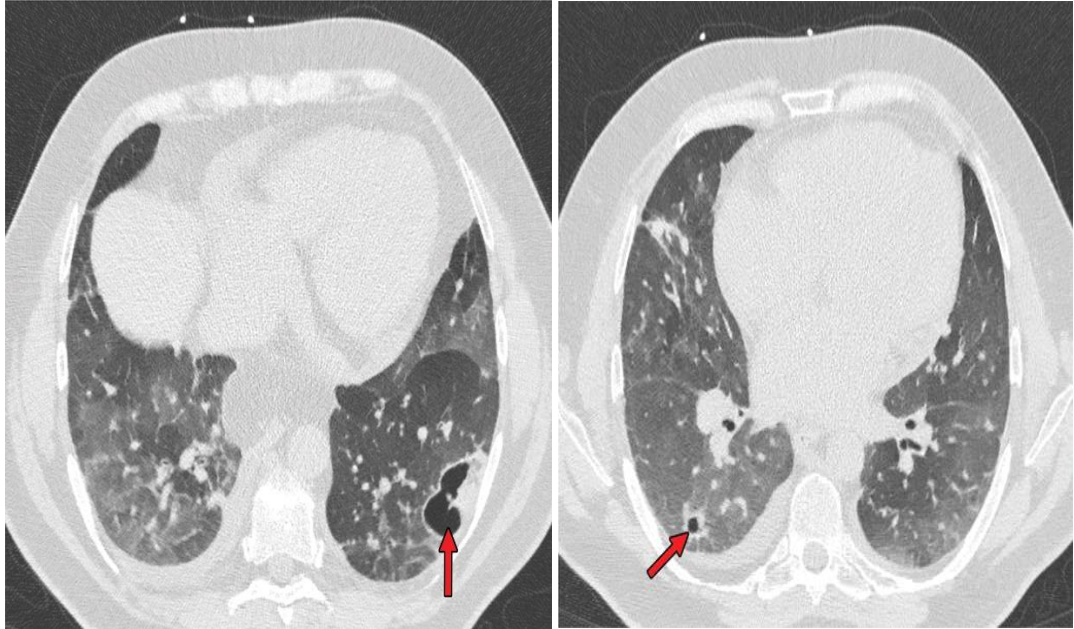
progresif ve pik evresi gösteren Covid-19 tutulumu akciğer tomografisi¹²⁴
